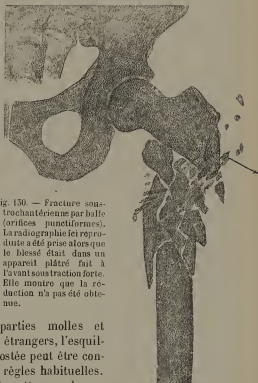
Fracture sous-trochantérienne par balle (orifices punctiformes). La radiographie ici reproduite a été prise alors que le blessé était dans un appareil plâtré fait à l'avant sous traction forte. Elle montre que la réduction n'a pas été obtenue.
